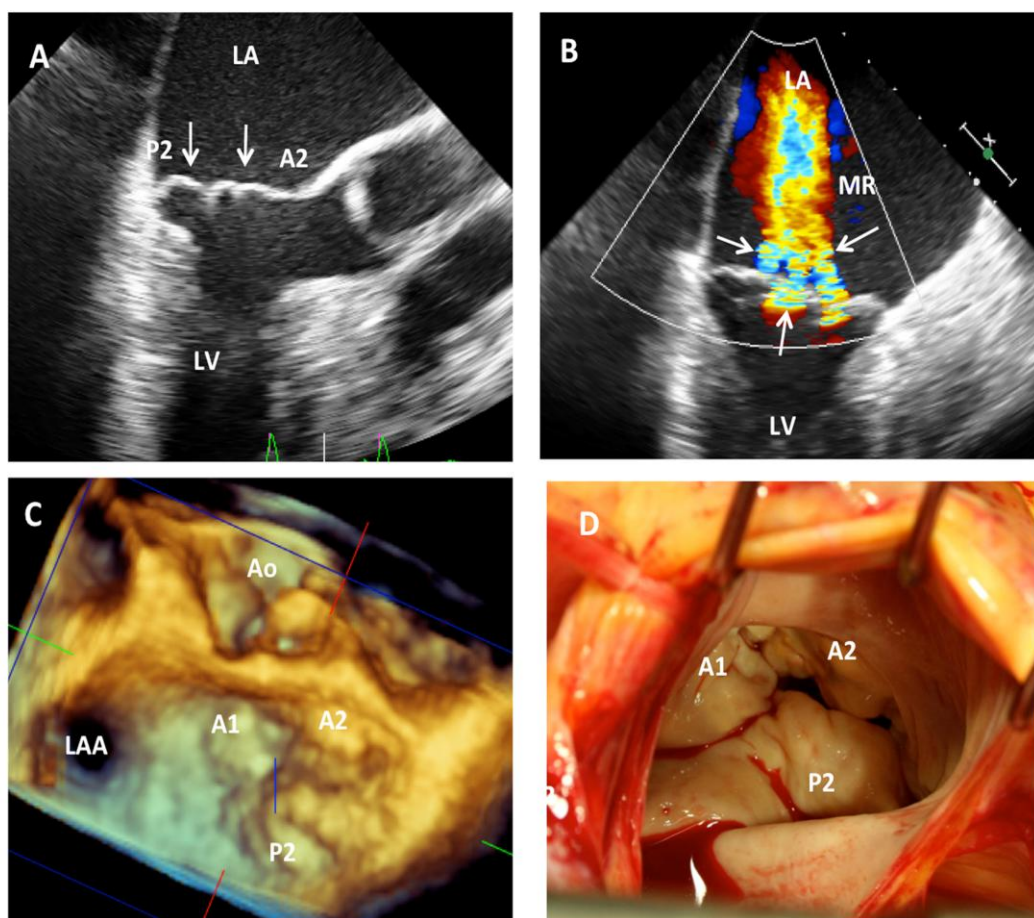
Exemplo de prolapso por doença de Barlow. Imagens 2D (A), 3D (C) e da cirurgia (D) de prolapso bicuspídeo com abaulamento (*billowing*) de vários segmentos das cúspides (setas). Mapeamento do fluxo com Doppler colorido mostra múltiplos jatos regurgitantes (B, setas). LA: *left atrium* (átrio esquerdo); LV: *left ventricle* (ventrículo esquerdo); MR: *mitral regurgitation* (insuficiência mitral); LAA: *left atrial appendage* (apêndice atrial esquerdo); A1: segmento lateral da cúspide anterior; A2: segmento médio da cúspide anterior; P2: segmento médio da cúspide posterior.
